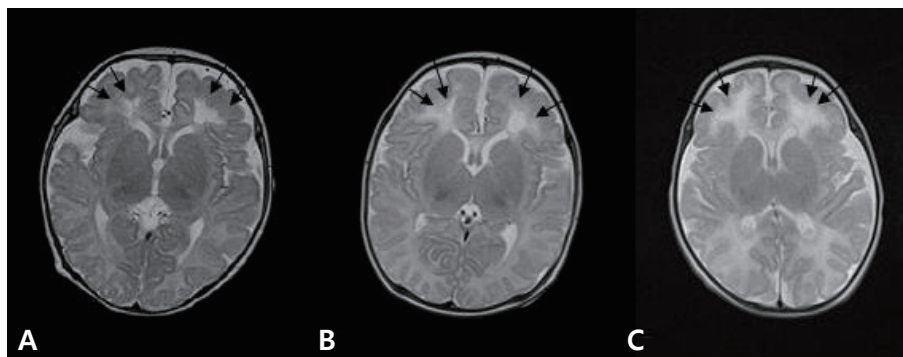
Brain magnetic resonance imagings of the three patients at one month after onset of patients (A, patient 1; B, patient 2; C, patient 3) show cystic periventricular leukomalacia (arrows) in both frontal lobes.
